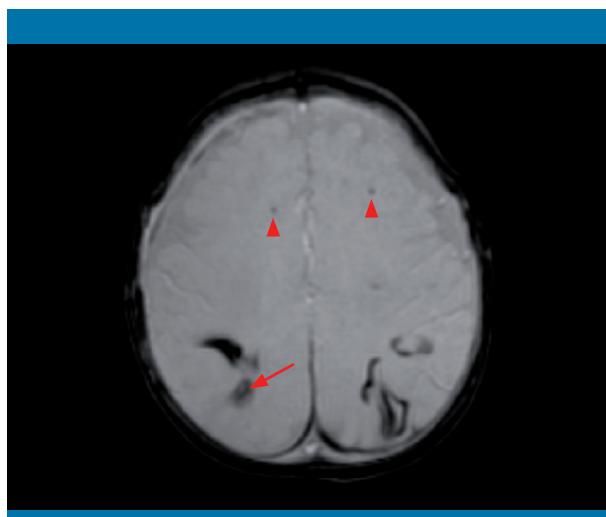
Resonancia magnética, en secuencia eco de gradiente T2, que muestra restos de hemosiderina en zonas posteriores del centro semioval, bilaterales, que podrían estar relacionadas con contusiones hemorrágicas o isquemia con un componente hemorrágico (flecha), ambos en un estadio subagudo-crónico. Se identifican, además, petequias subcorticales (punta de flecha) que indican una lesión axonal difusa
